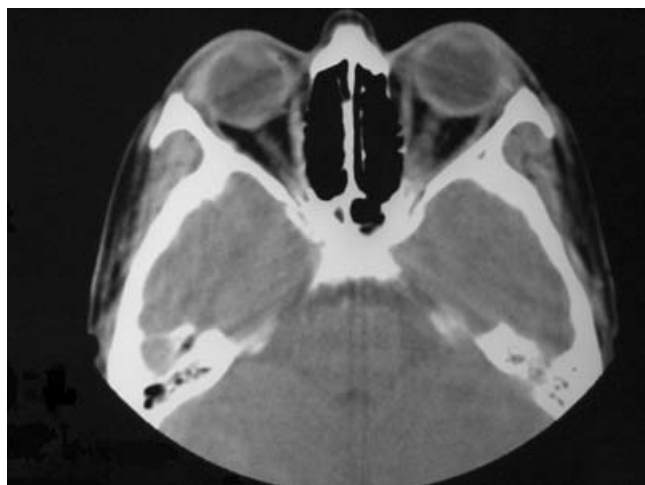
Tomografía axial computarizada de las órbitas. Se aprecian los cambios de densidad en el ápex de la órbita izquierda.
